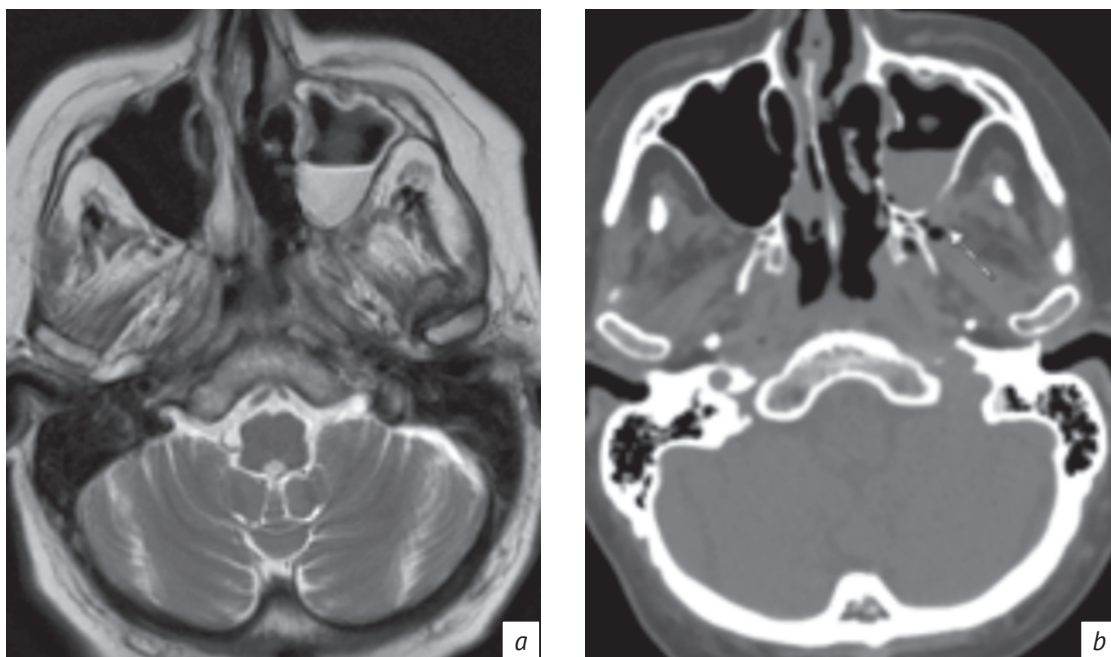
МРТ-изображение в режиме Т2-ВИ в аксиальной плоскости (а): неоднородное уплотнение передней периантральной и ретроантральной жировой клетчатки слева, гипоинтенсивный МР-сигнал жировой клетчатки крылонебной ямки слева, отсутствует дифференцировка жировой клетчатки и ветви внутренней верхнечелюстной артерии. РКТ, аксиальный срез, того же пациента (b): неоднородное уплотнение ретроантральной жировой клетчатки слева, включения пузырьков воздуха в крылонебной ямке слева
